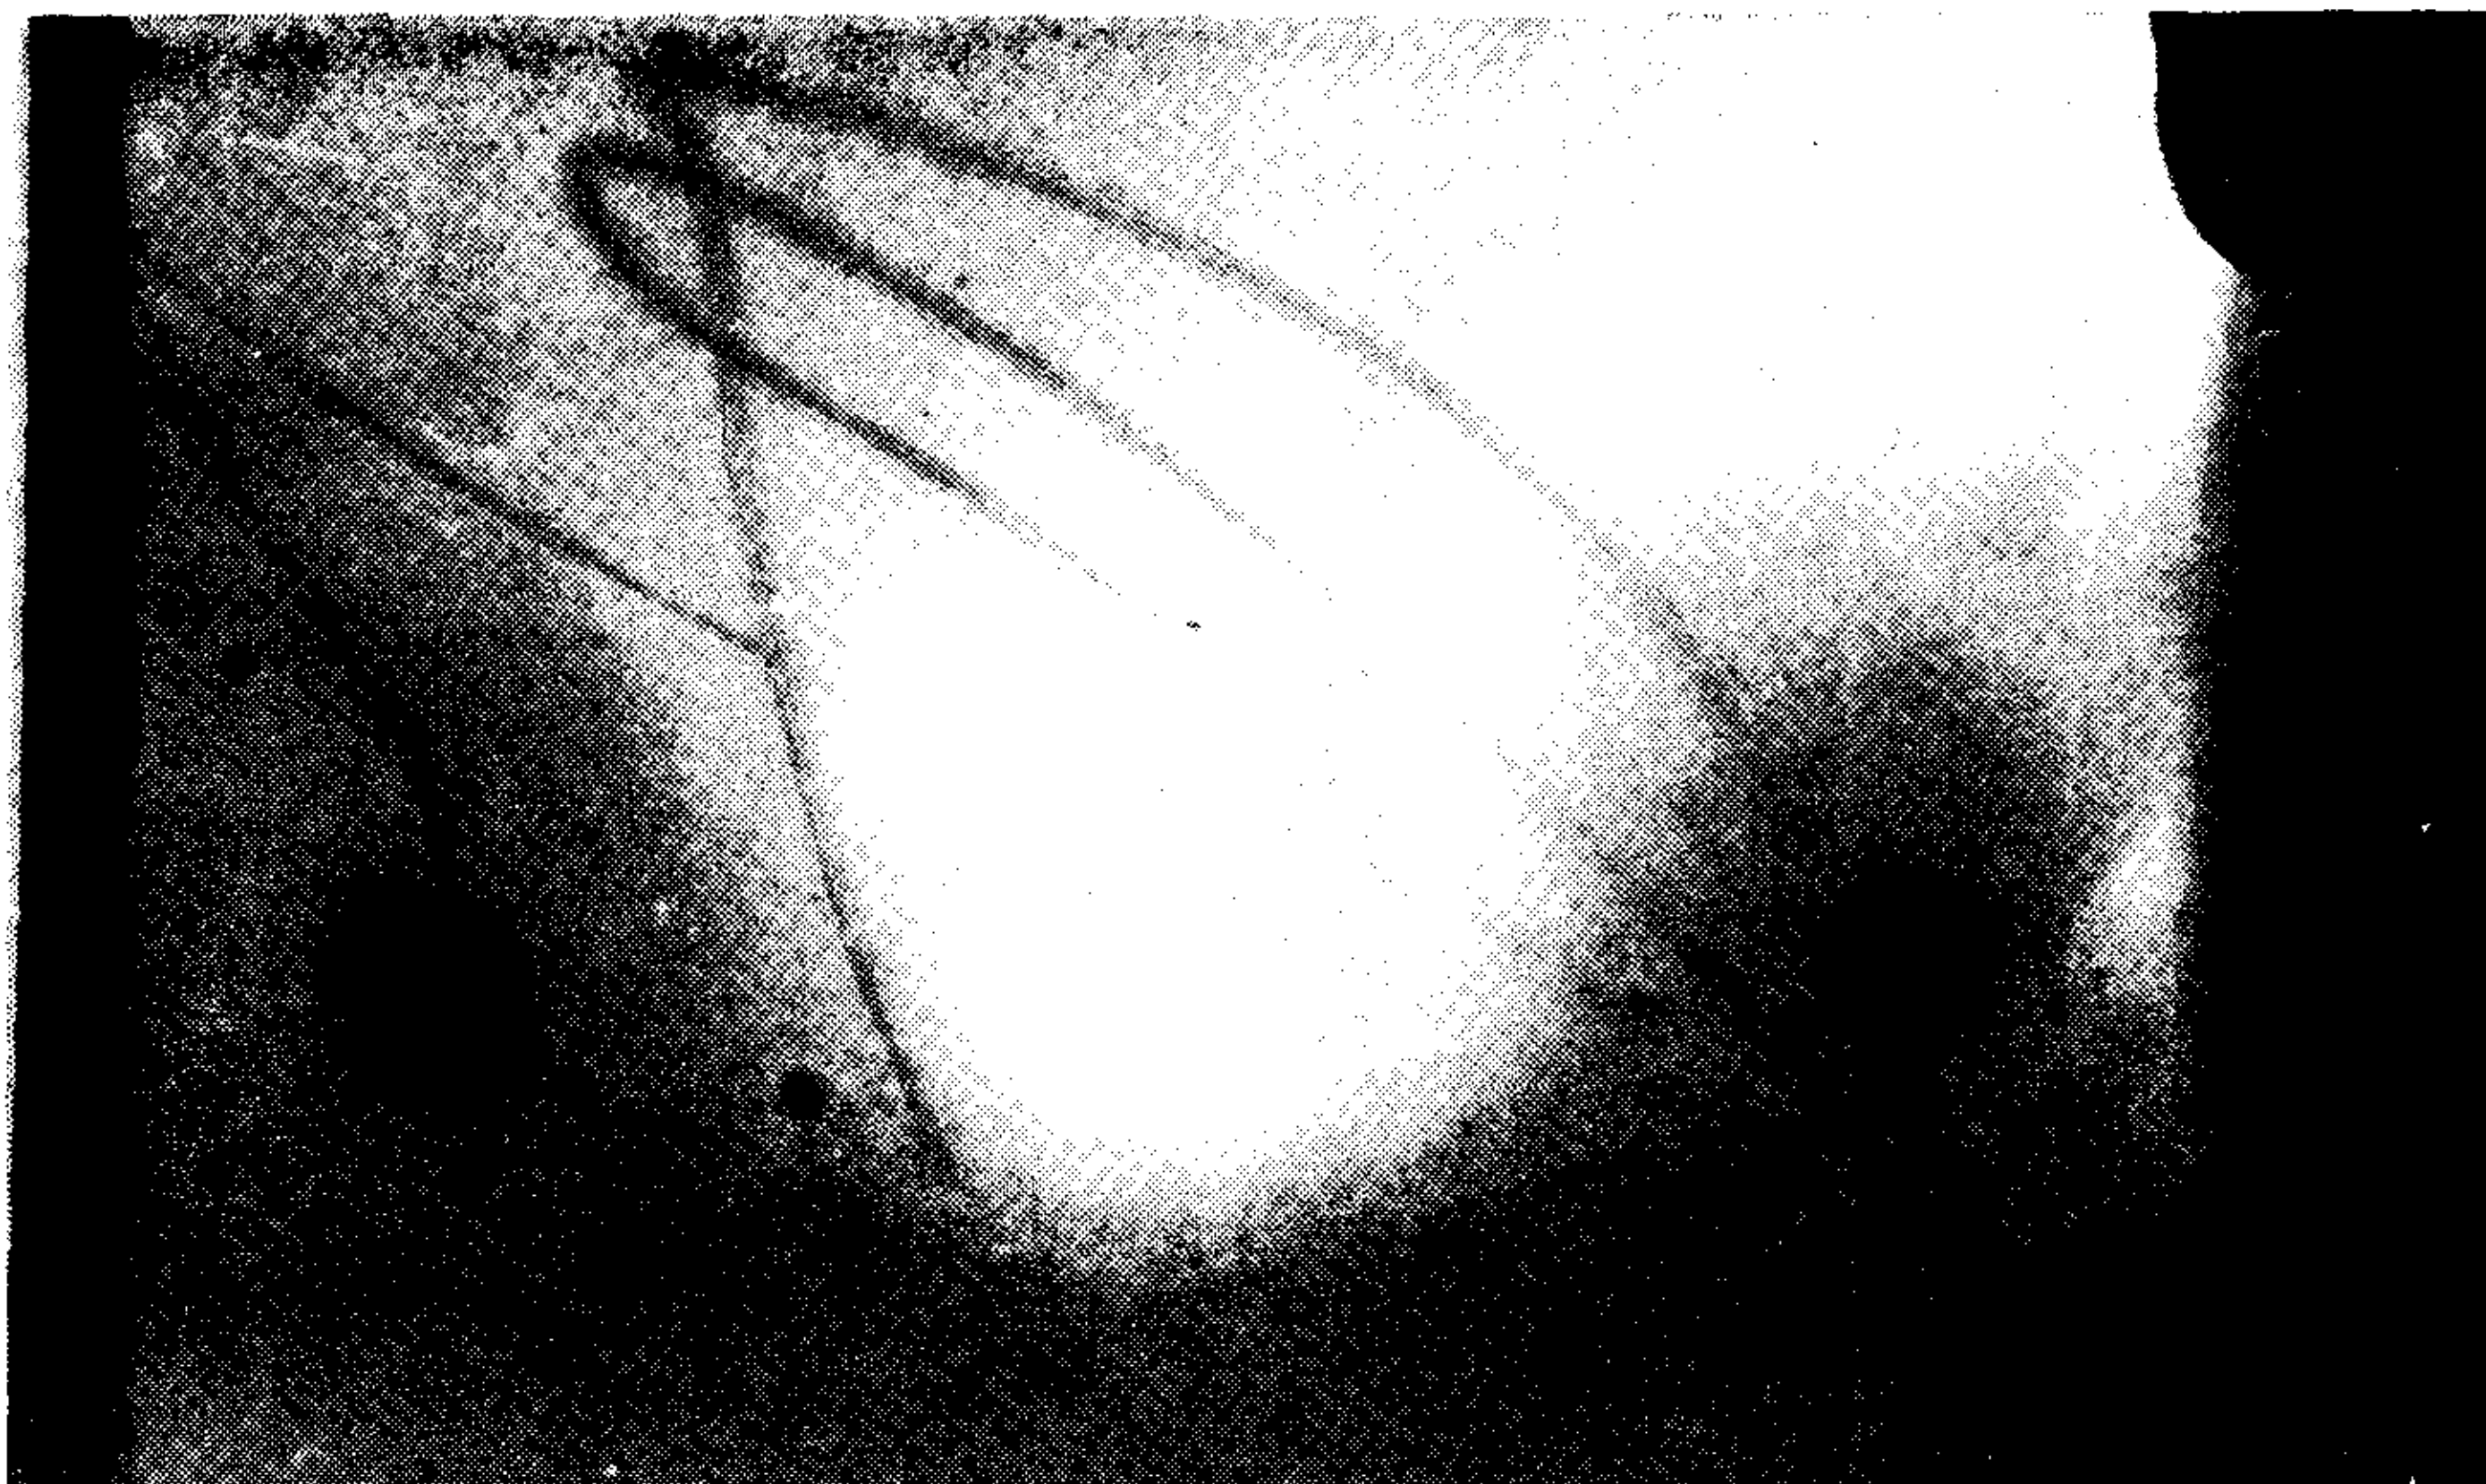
Radiografía de tórax en posición oblicua anterior izquierda mostrando dos catéteres cuyos extremos distales están ubicados anterior y posterior, respectivamente.
